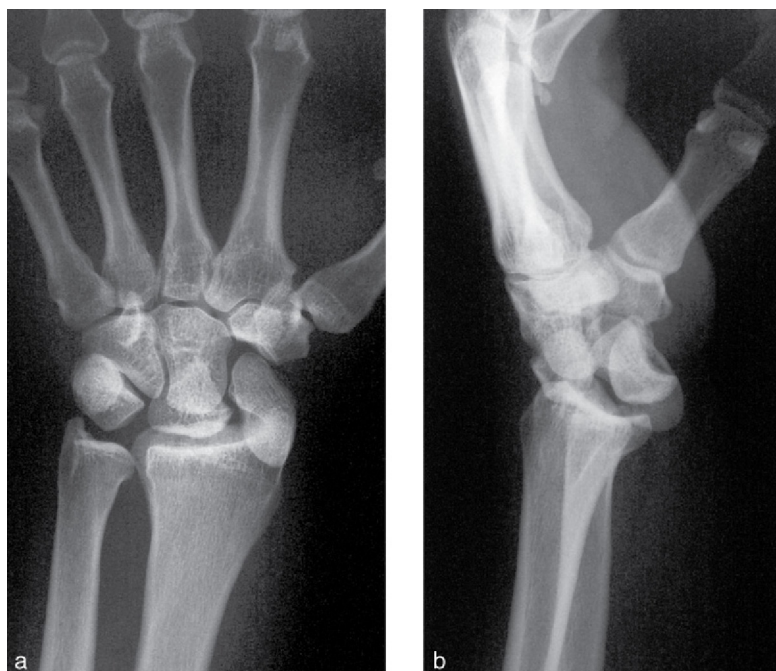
Radiographies d'une luxation périlunaire.
